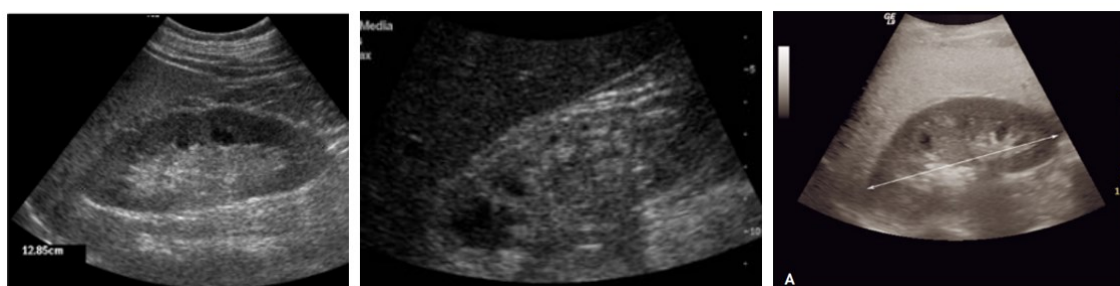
Ecografie che mostrano reni di dimensioni anomale: a sinistra rene di dimensioni longitudinali massime aumentate, al centro ridotte. Nell'immagine a sinistra viene evidenziato cosa si intende per diametro longitudinale. [14-15]
